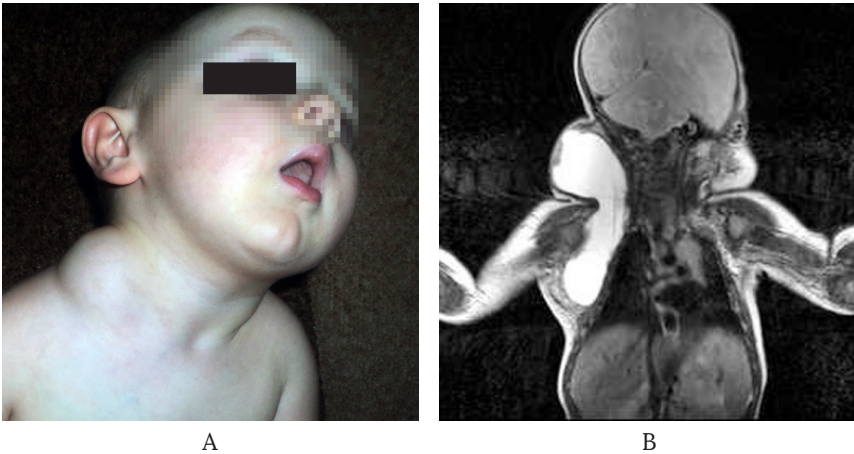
Хлопчик Л., 10 місяців: А – фото, визначається пухлиноподібне утворення невеликих розмірів в надключичній ділянці справа; В – МРТ в режимі Т2, коронарна проекція – кістозна ЛМ великих розмірів поширюється в аксиллярну ділянку, на поверхню грудної стінки, деформує грудну клітку.
